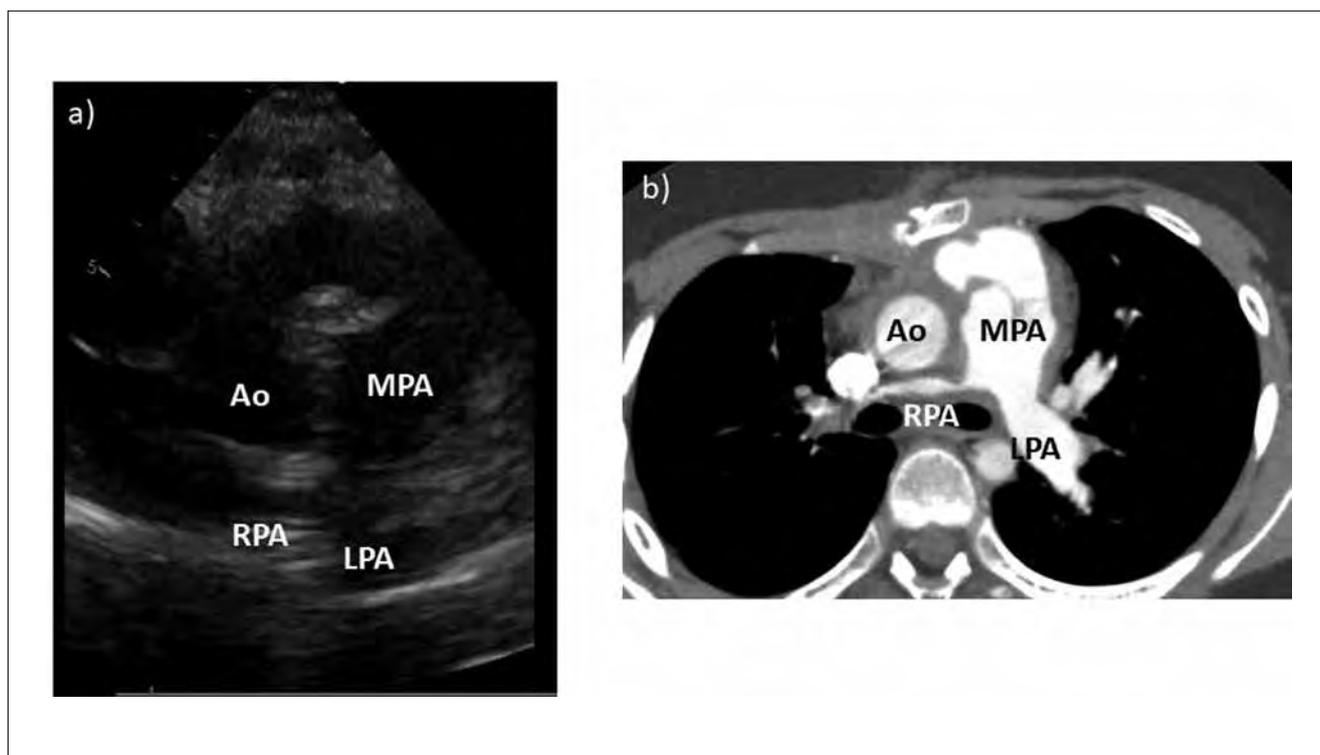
心臓超音波検査と胸部造影 CT 検査 (Rastelli 術後)
